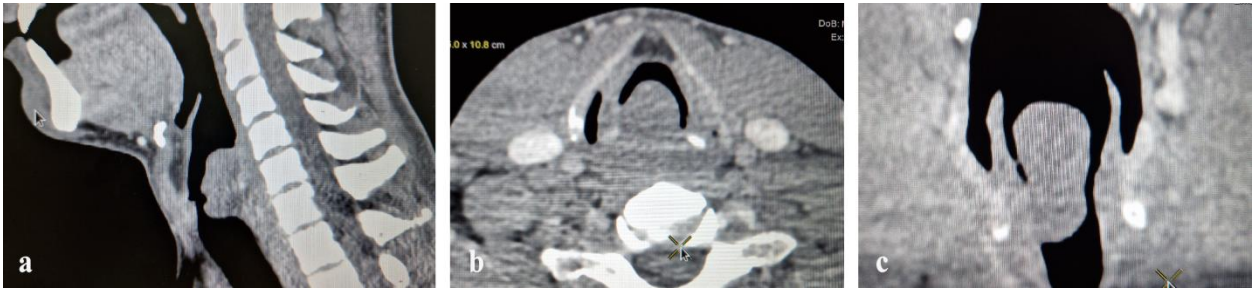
Aspectul schwanomului laringian prin tomografie computerizată. (a): secțiunea sagitală; (b): secțiunea axială; (c): secțiunea coronală
